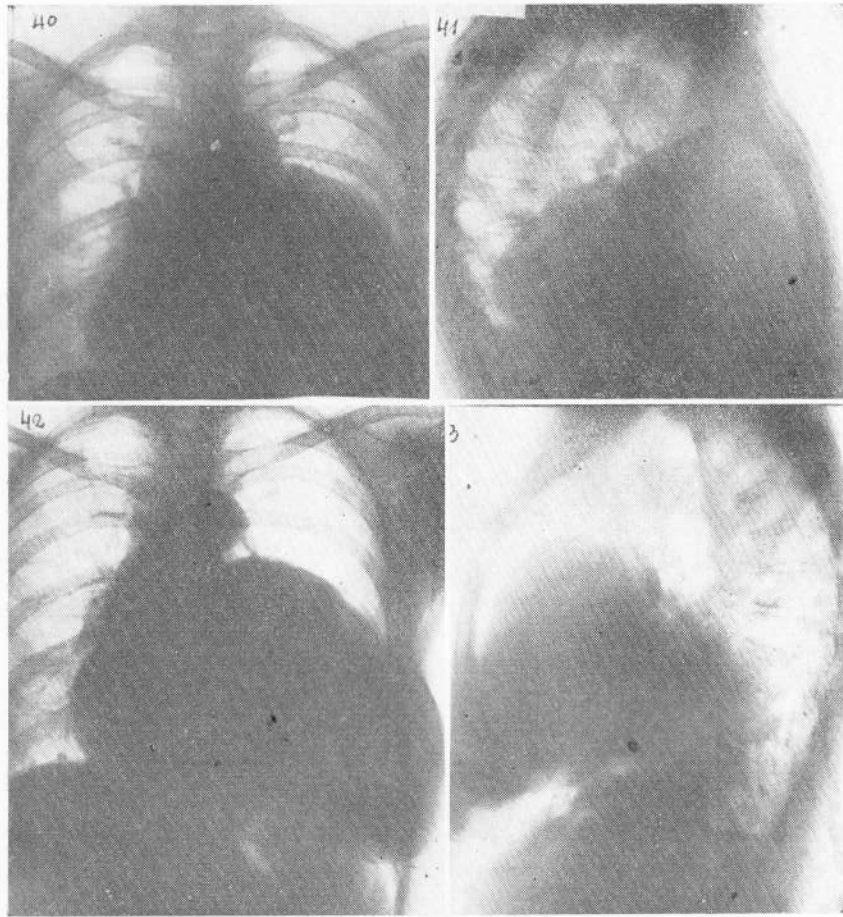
Fibroma*. Radiografía de frente. — FIG. 41: Lateral. — FIGS. 42 y 43: Con neumotórax y neumoperitoneo. Se observa que el tumor no acompaña al pulmón y que el diafragma está intacto (diagnóstico diferencial con hernias diafragmáticas). — FIG. 44: Radiografía posoperatoria.
